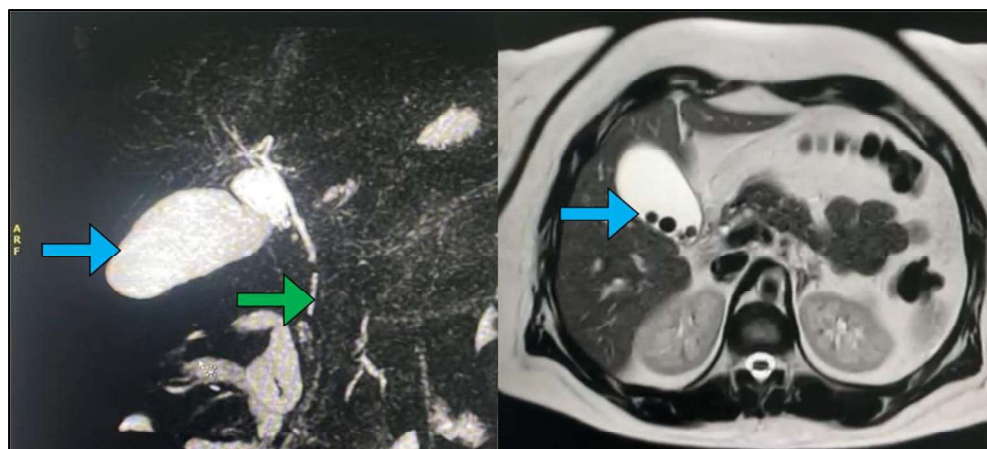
Colangio-RM (imagen tridimensional y corte transversal) donde se observa vesícula biliar distendida, con engrosamiento parietal difuso, y múltiples litiasis en su interior (flecha azul), y vía biliar extrahepática de calibre normal sin evidencia imagenológica de coledocolitiasis (flecha verde).
